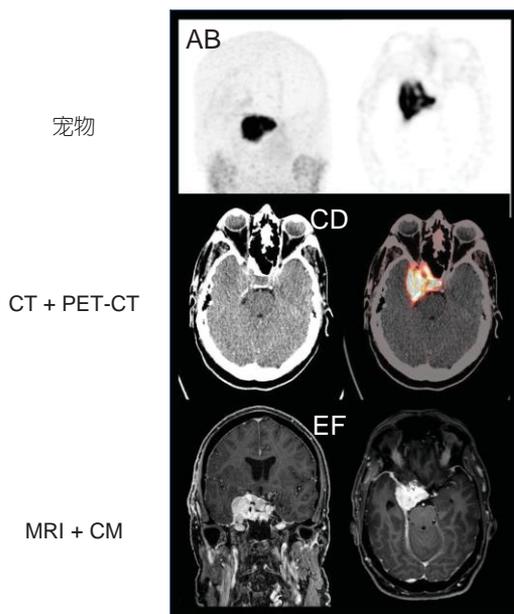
图1次PET-CT注射68GA-DoTatate后。(a)冠状面PET-Gamma扫描,(b)轴面PET-Gamma扫描,(c)轴面CT扫描,(d)轴面CT与PET扫描融合,(e)冠状面MRI T1加权与CM扫描,(f)轴面MRI T1加权与CM扫描。缩略语:68Ga-DOTATATE,68-DOTA-D-Phe1-Tyr3-Octreotate镓;CM,Con-contrast培养基;核磁共振成像;正电子发射断层扫描-计算机断层扫描。
